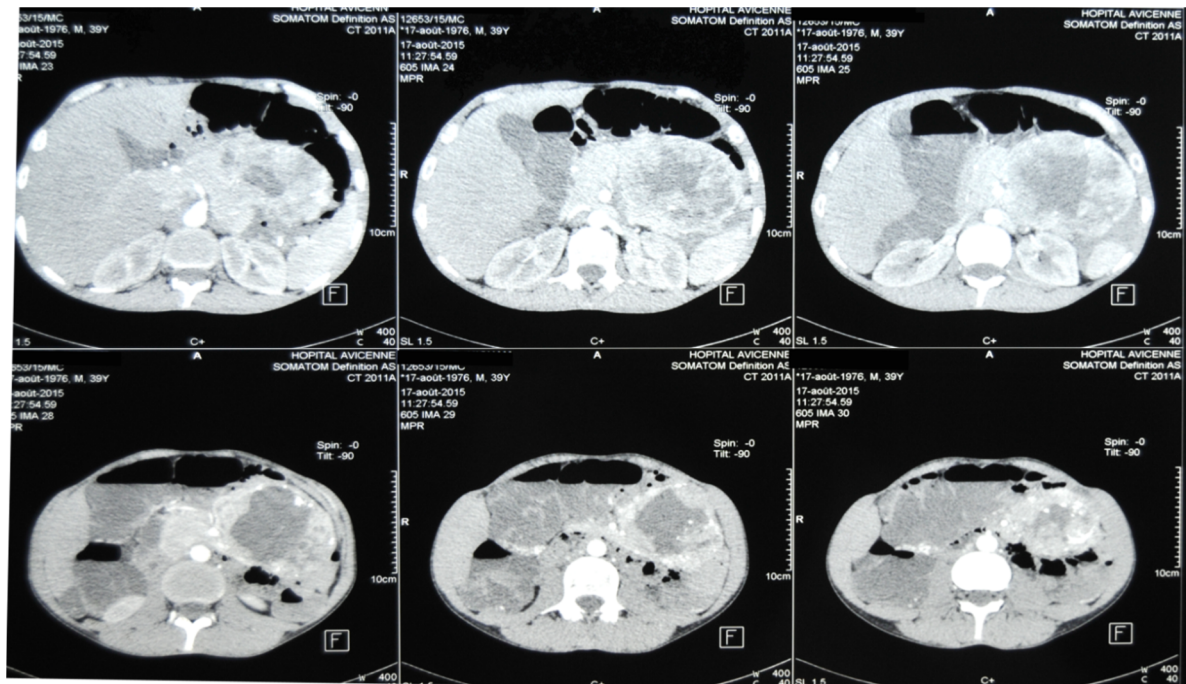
TDM avec injection de produit de contraste
